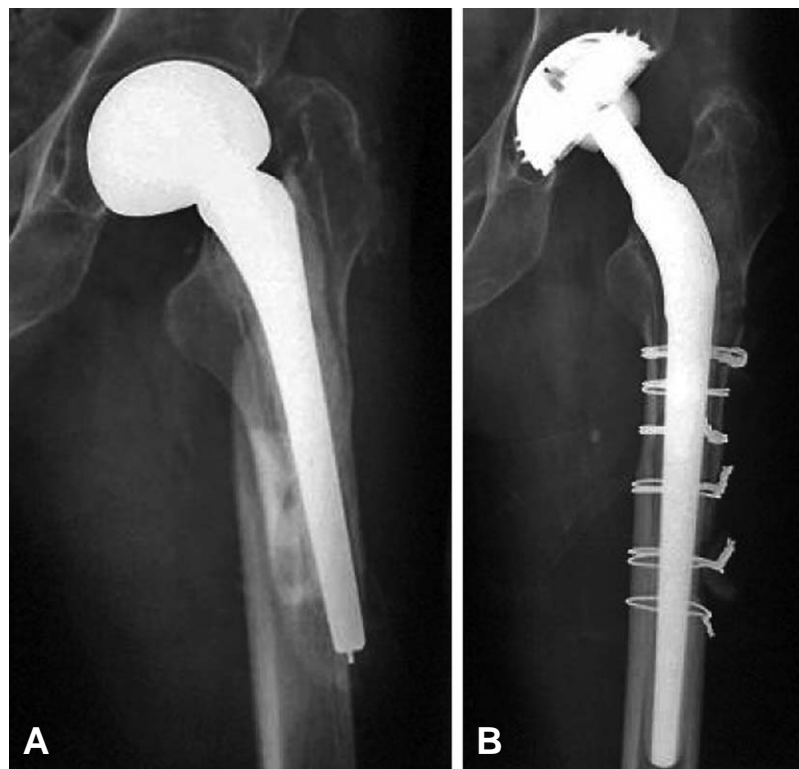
(A) Preoperative radiograph of the left hip showing Vancouver type B2 periprosthetic femoral fracture pattern characterized with loosening of stem and good quality of femoral bone. (B) Postoperative radiograph showing that the stem is changed with long revision stem and fracture is reduced and fixed with cerclage wires.
